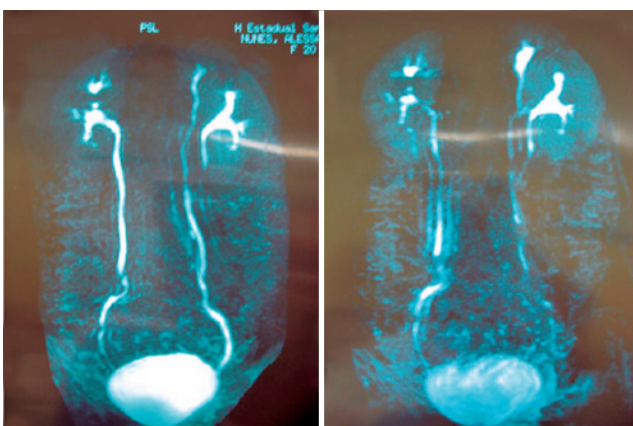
Uro-ressonância demonstrando duplicidade ureteral à esquerda.
